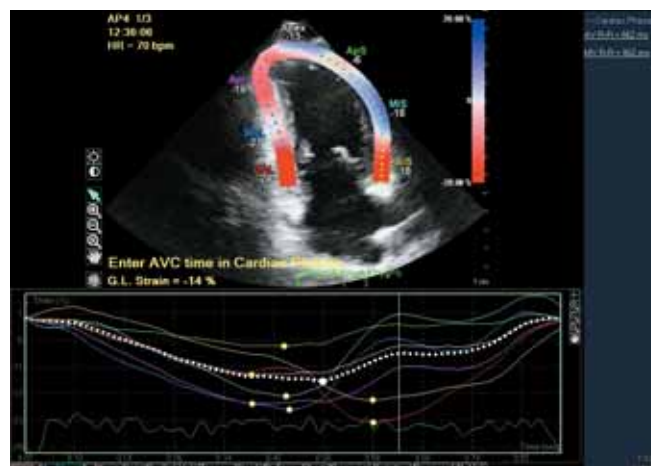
Speckle-Tracking эхокардиография.
